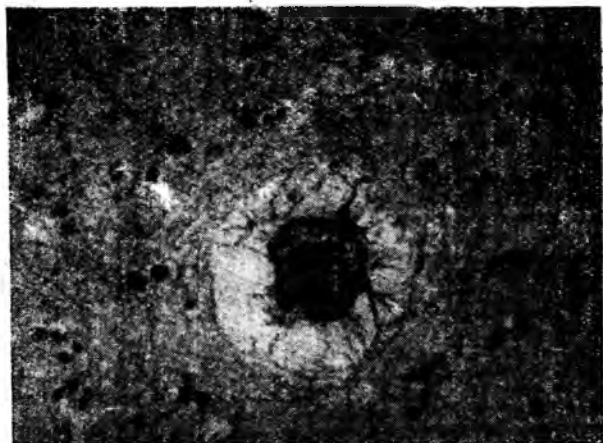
Периваскулярный отек и увеличение дренажных клеток в старом случае контузии.
